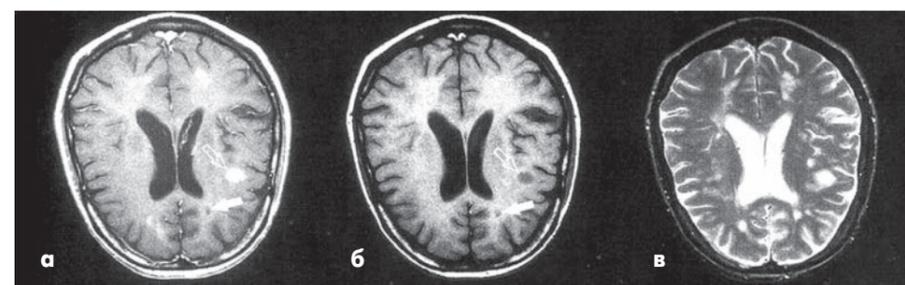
МРТ головного мозку: а – T1 33 з гадолінієм (стрілки: біла – «чорна діра», не накопичила контраст, прозора – вогнище з контрастом), б – T1 33 (стрілки – «чорні діри»), в – T2 33
